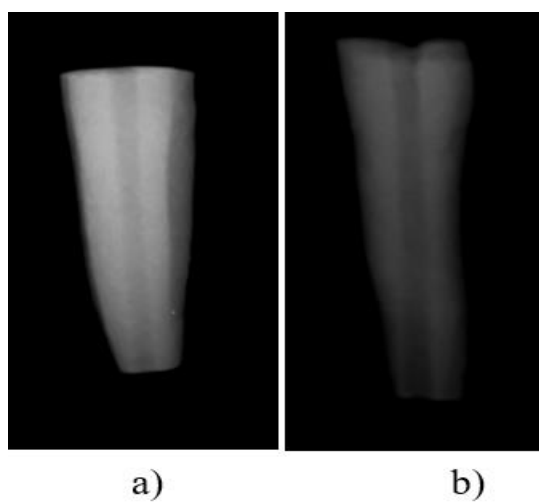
a) Radiografia vestibular pós instrumentação com Peeso #70 (Número 1); - b) Radiografia vestibular pós instrumentação com Peeso #90 (Número 2)
